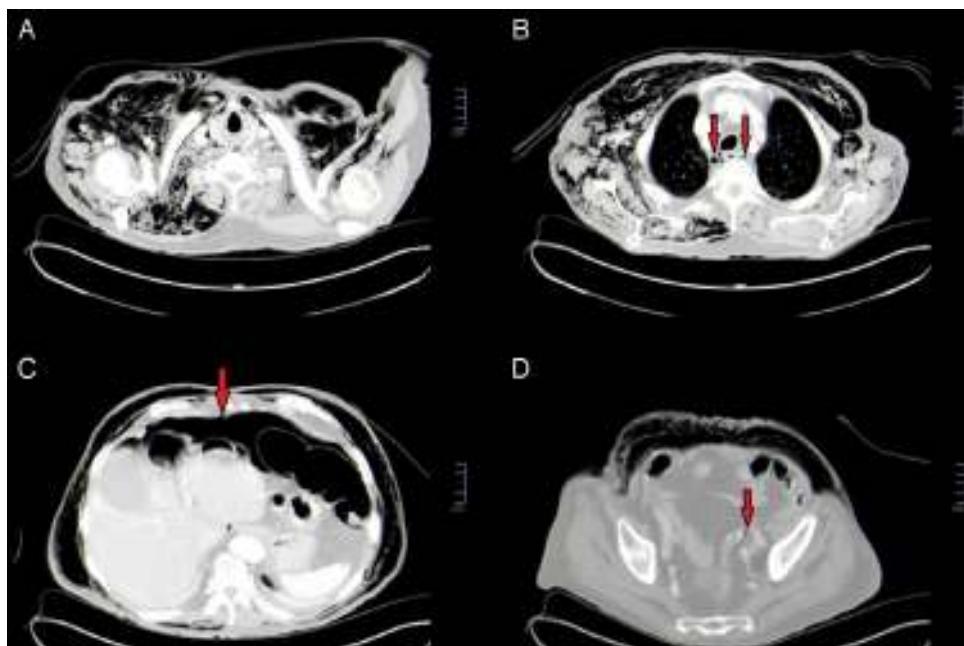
A) Corte axial de la TC que muestra enfisema cervical supraclavicular anterior y posterior. B) Corte axial de la TC que muestra neumomediastino (flechas). C) Corte axial de la TC que muestra neumoperitoneo moderado (flecha). D) Corte axial de la TC que muestra mínima burbuja extraluminal en vecindad de anastomosis colorrectal (flecha).
